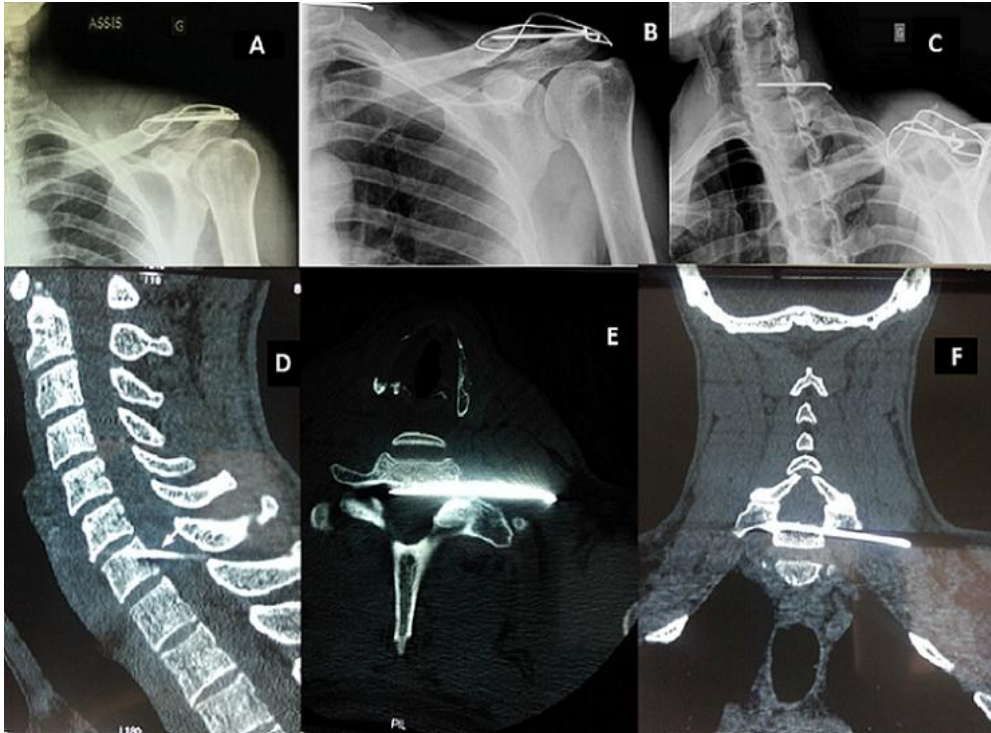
A) radiographie standard de l'épaule gauche face post opératoire montrant l'embrochage-haubanage de l'articulation acromio-claviculaire; B et C) radiographies standard de l'épaule gauche montrant la migration d'une broche d'ostéosynthèse au niveau du rachis cervical; D, E et F) coupes scanographiques (sagittale, axiale et coronale) montrant la broche transperçant le foramen de conjugaison C7-T1 gauche allant au contact du fourreau médullaire
